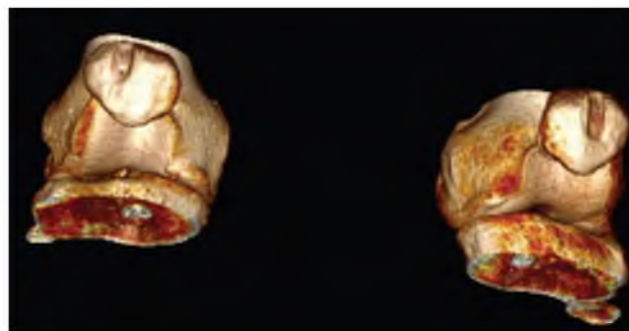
Рентгеновская компьютерная томография надколенника, VR-реконструкция. 3 мес после операции, материал полностью заполняет дефект костной ткани
